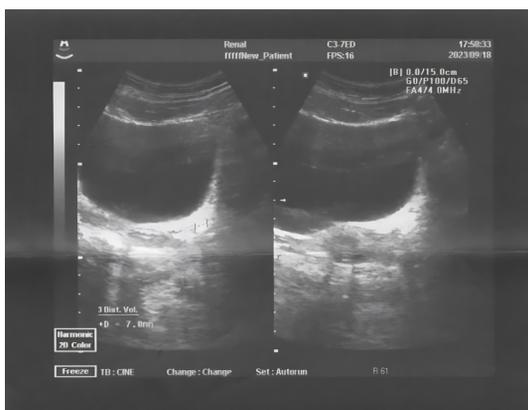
Пациентка Г. УЗИ мочевого пузыря от 20.09.2023: гиперэхогенное образование в нижней трети мочеточника слева
